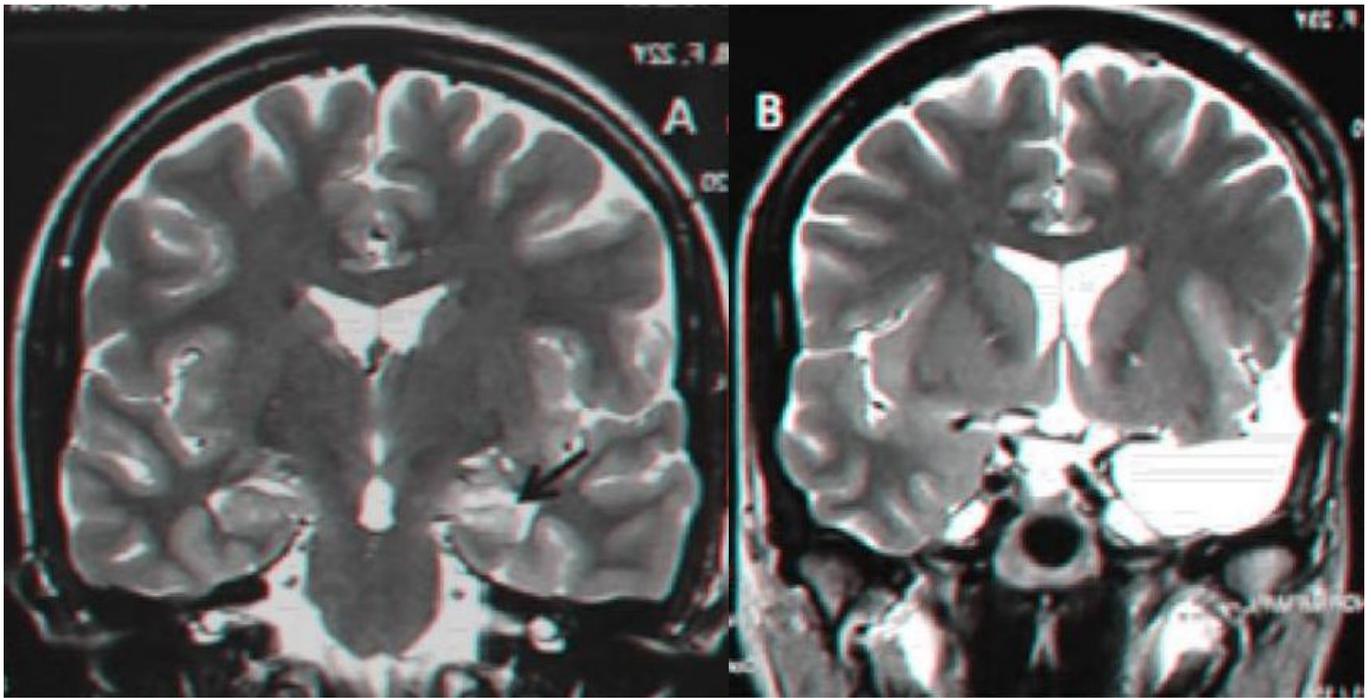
IRM cérébrale avant et après LTA pour sclérose hippocampique gauche
